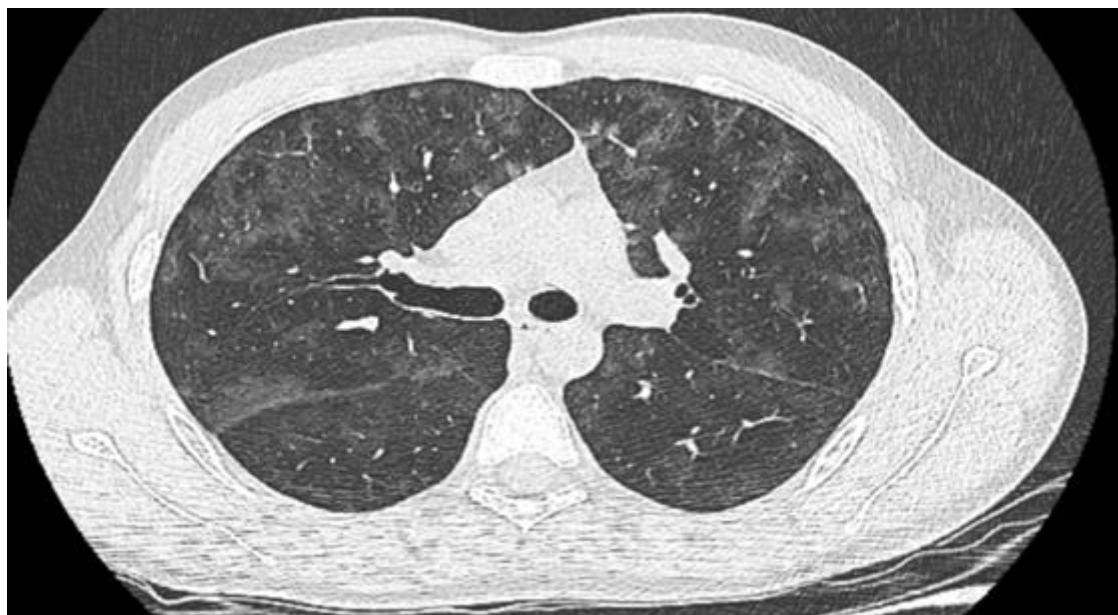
КТ органов грудной клетки гр-на А от 01.08.N года. По всем лёгочным полям визуализируется снижение воздушности.
